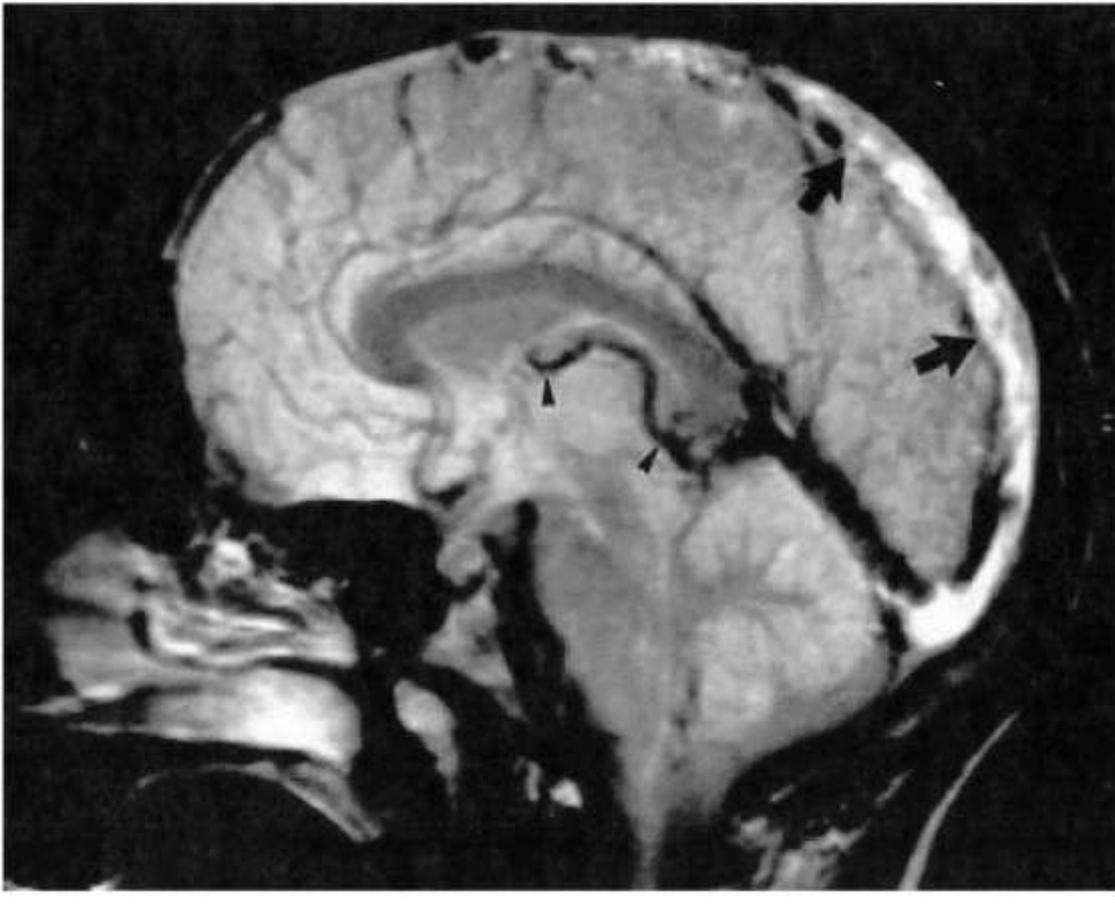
IRM coupe sagittale, séquence T2. Thrombose du sinus longitudinal supérieur.
